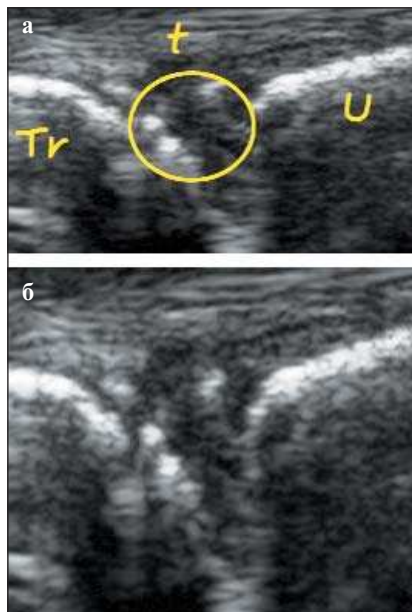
УЗИ кистей (а, б) с прицельным исследованием фиброзно-хрящевого комплекса (депозиты в фиброзно-хрящевом комплексе)
